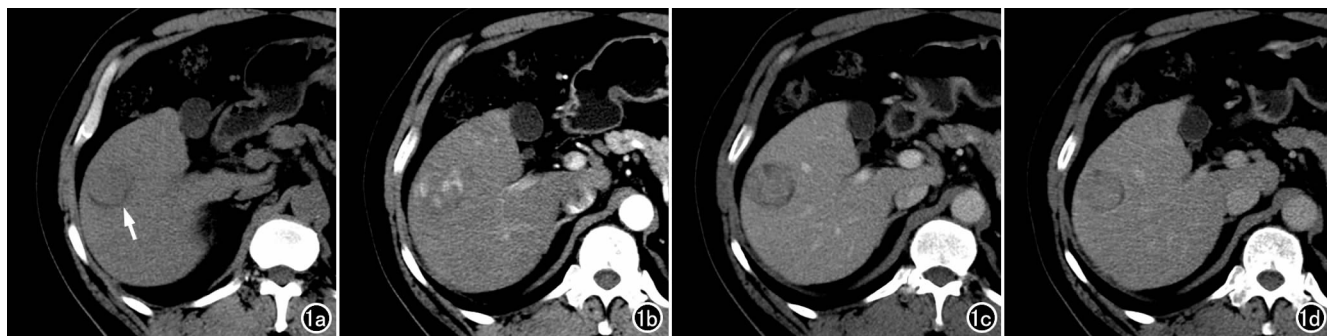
55 岁,男,S5 段 HCC。a) CT 平扫示肝右叶可见一类圆形低密度灶(箭);b) CT 增强扫描动脉期,病灶呈部分高强化表现;c) CT 增强扫描门脉期,显示病灶强化迅速消退,有明显“廓清”表现;d) CT 增强扫描延迟期,病灶强化继续消退,符合“廓清”表现这一主要征象。在平扫及增强扫描图像中,可观察到马赛克征象。两位阅片者对于该病灶的评分结果一致。
